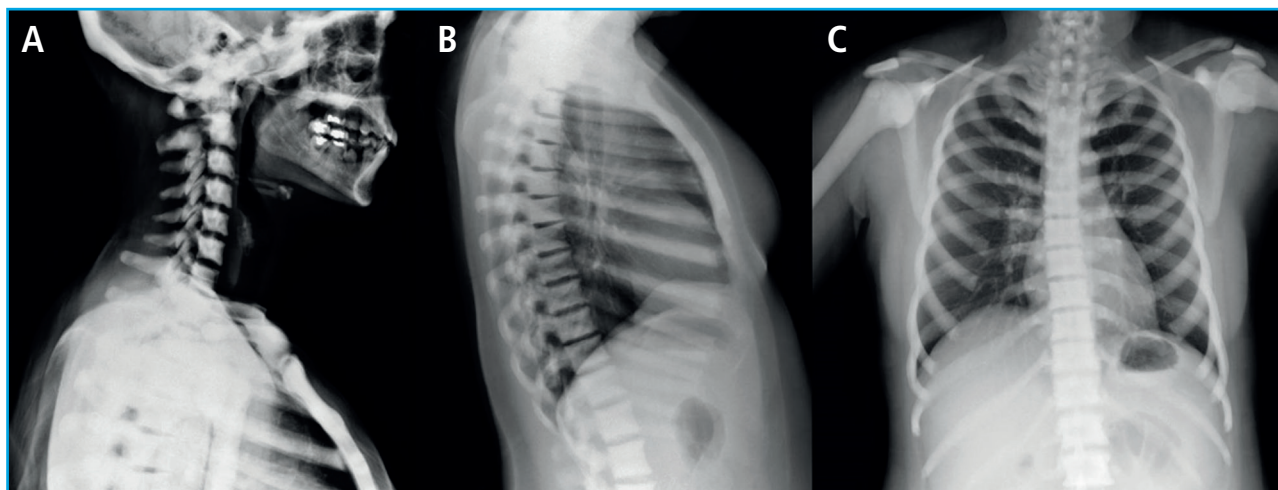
Radiografías simples correspondientes a una paciente con osteopetrosis autosómica dominante tipo II. A. Proyección lateral de columna cervical: obsérvese el engrosamiento de la base craneal. B. Proyección lateral de columna: se observa esclerosis de las placas terminales vertebrales, lo que confiere el aspecto típico de vértebras “en sándwich”. C. Proyección anteroposterior de columna dorsal y costillas: esclerosis ósea generalizada.
